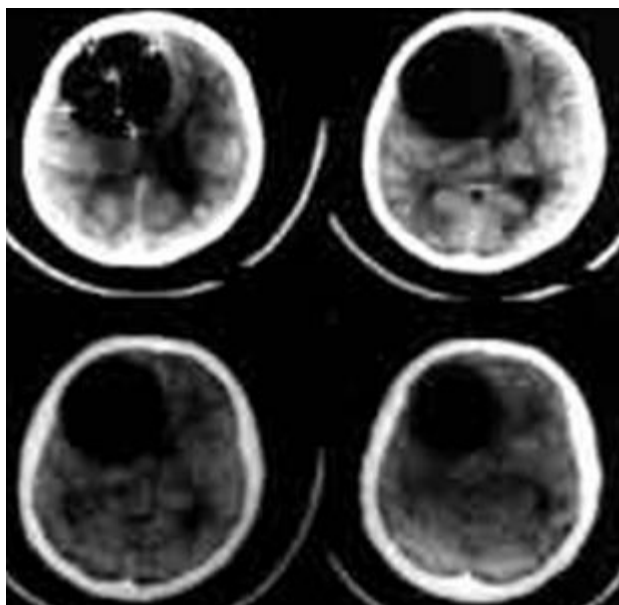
На КТ визуализируется однокамерная эхинококковая киста лобно-височной доли мозга.
